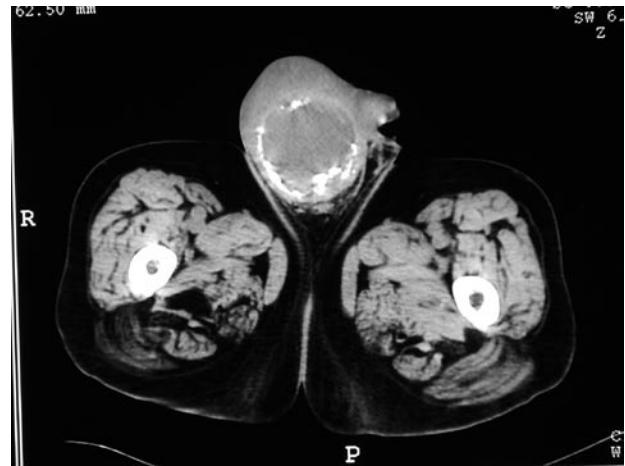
TC inguino-escrotal sin contraste intravenoso donde se aprecia la masa escrotal derecha con características de baja densidad interna y calcificaciones groseras externas, hallazgos que se correlacionan con la ecografía.
